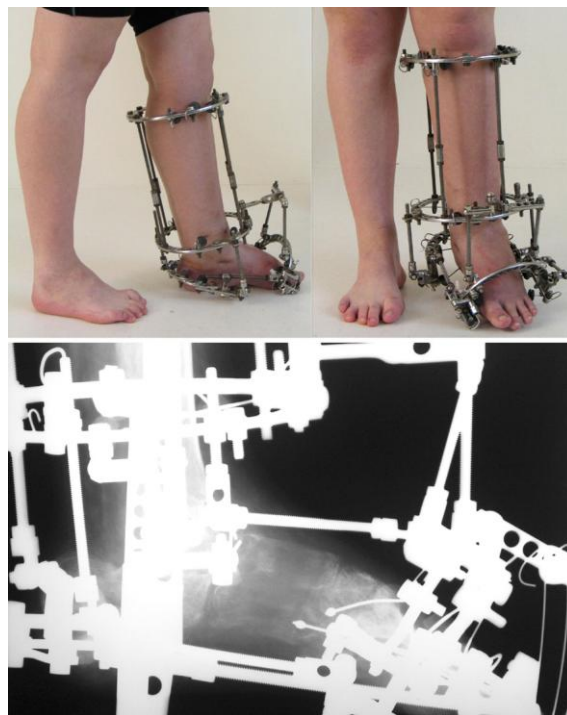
Фото и рентгенограммы стоп пациентки на I этапе лечения
